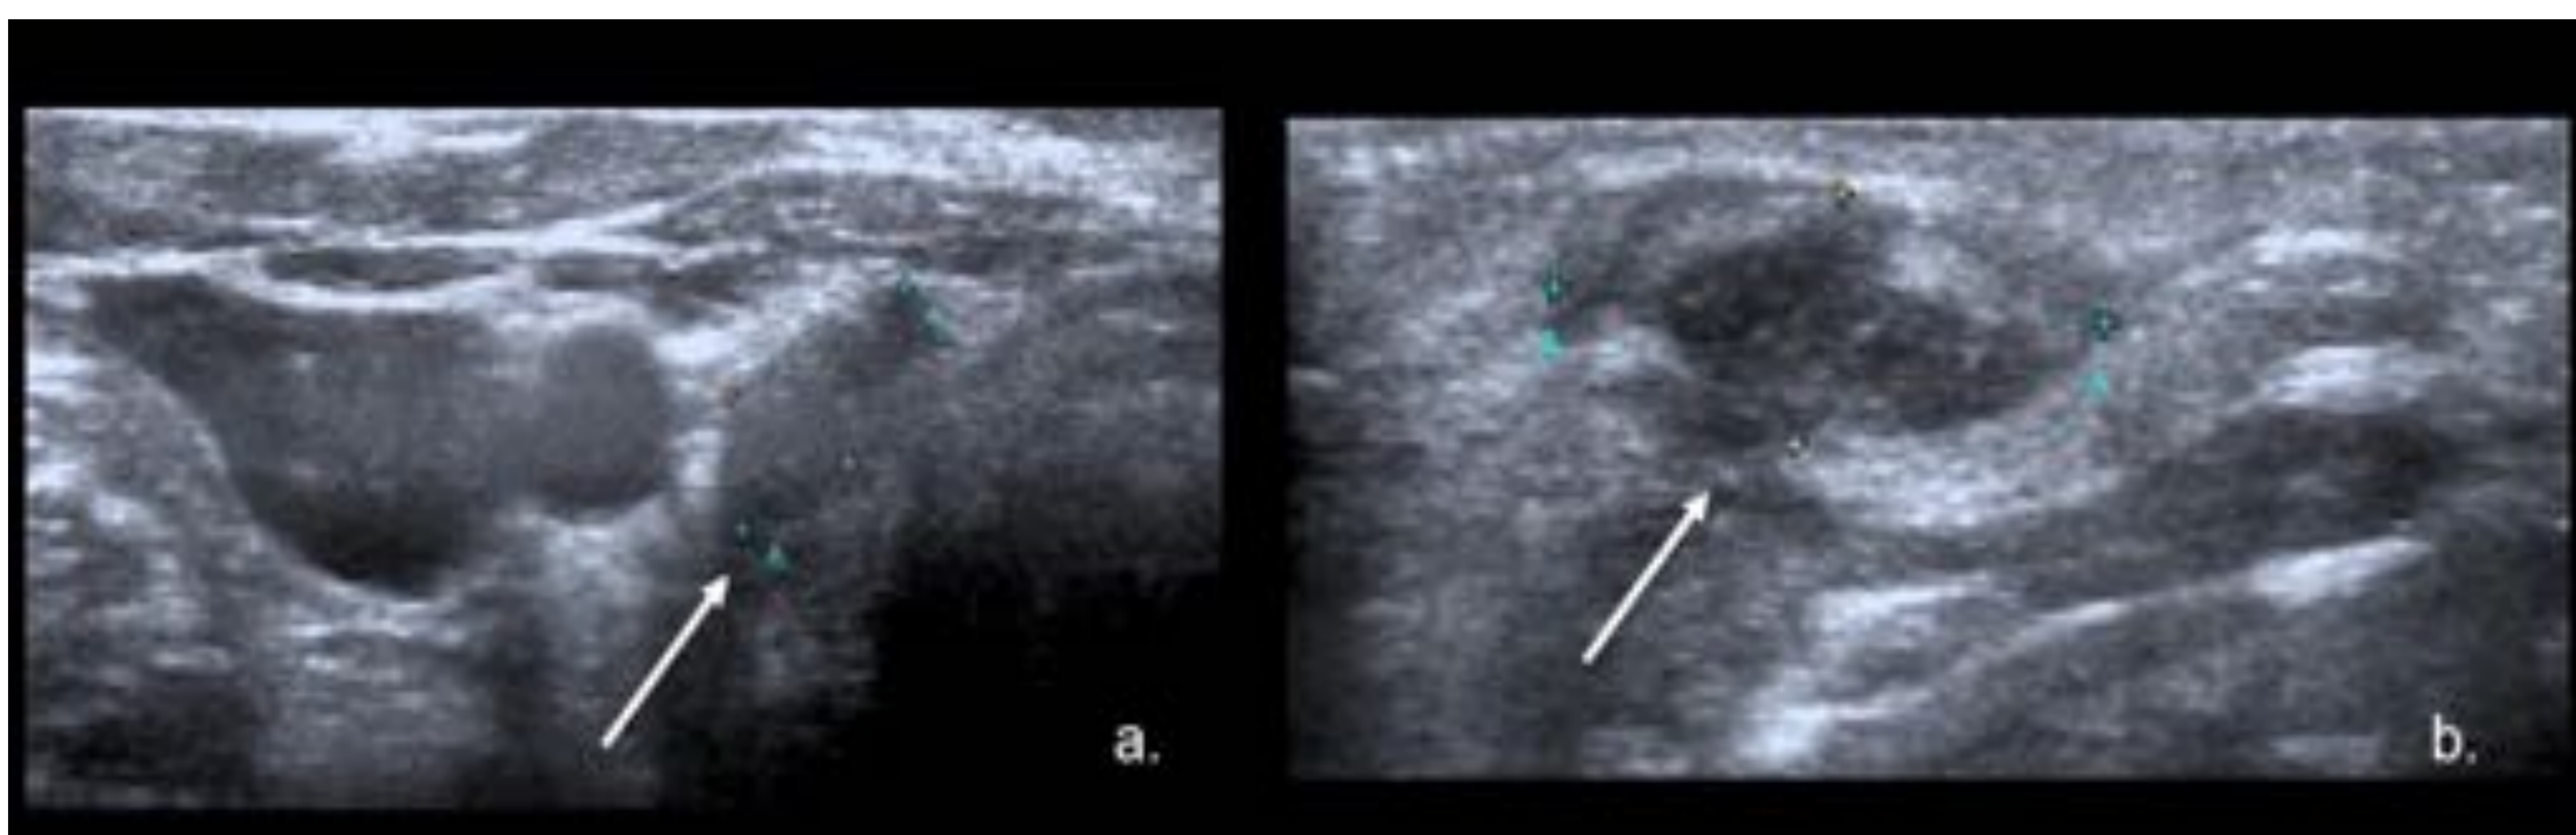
lesión granulomatosa. Ecografía de cuello corte axial (a.) y Sagital (b.), muestra nódulo hipovascular hipoecoico (calipers) con focos ecogénicos centrales (flecha) y mínima vascularización en imágenes Doppler-color (no se muestra) los niveles de Tg eran normales. Biopsia reveló tejido granulomatoso. Referencia: Hospital Universitario Severo Ochoa. Leganés - España.
